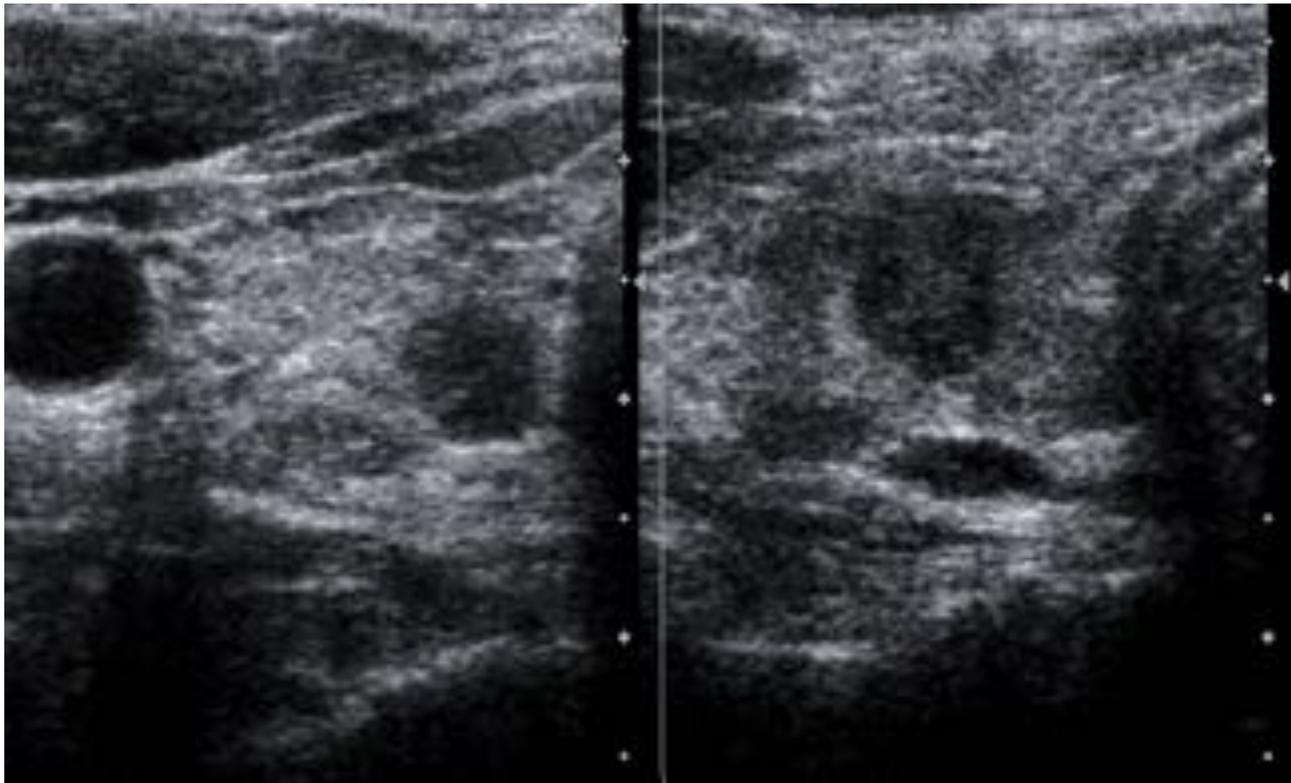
Ecografía tiroidea: sólidos hipoeoicos presentado otra característica de sugestiva de malignidad
